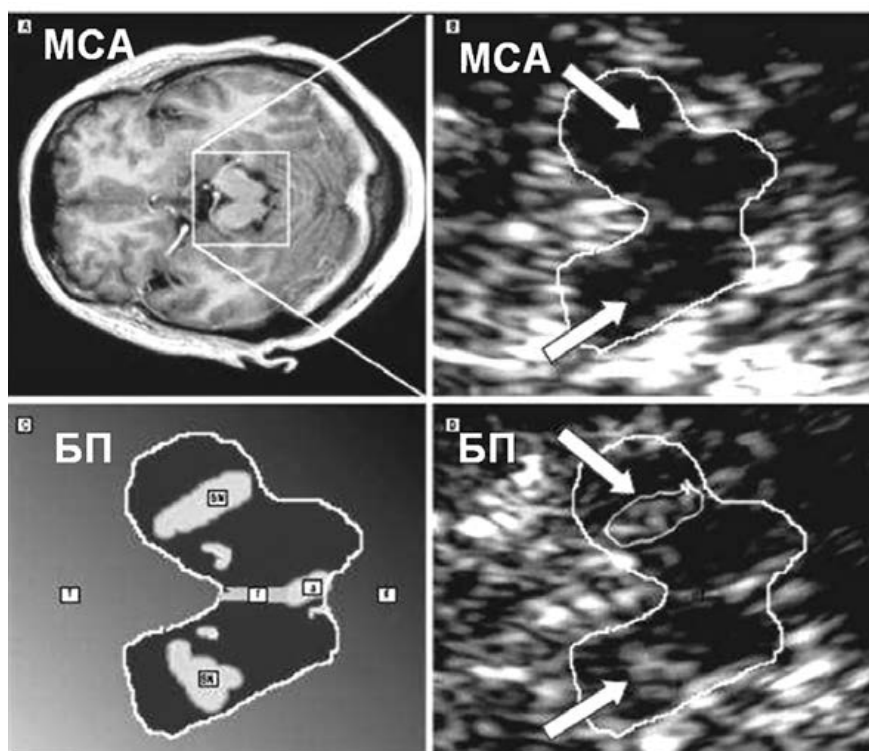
МРТ и ТКС срезы среднего мозга при МСА и БП [26].
